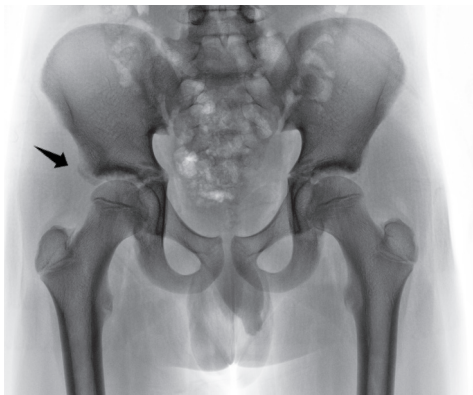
Radiografía anteroposterior de pelvis de un niño de 13 años, con una lesión de anillo pélvico tipo Torode-Zieg 1, avulsión de espina ilíaca anteroinferior, de tratamiento conservador.
